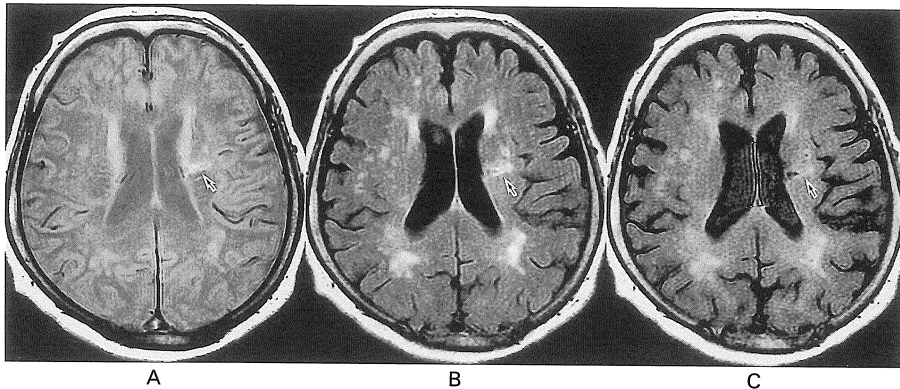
Proton-density weighted FSE and FLAIR images of a patient with cerebral infarction. A: Proton-density weighted FSE (2800/10.5). An abnormal signal at the left corona radiata suggesting the infarct is clearly depicted (arrow), whereas periventricular caps and white matter hyperintensity show slightly high signal. B: FLAIR (11000/2300/128). The infarct (arrow) as well as periventricular caps and white matter hyperintensity are clearly identified as high signal intensity. C: FLAIR (6000/1500/128). The infarct has insufficient contrast (arrow), although periventricular caps and white matter hyperintensity are clearly seen.
